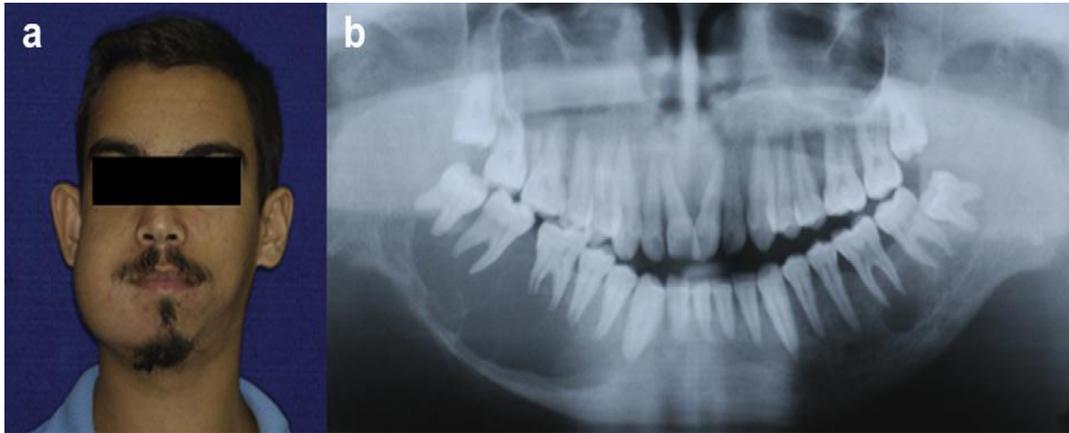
Paciente con hiperparatiroidismo que presenta un aumento de volumen en el área mandibular posterior derecha, la ortopantomografía muestra una lesión unilocular bien definida. ⁴⁴
